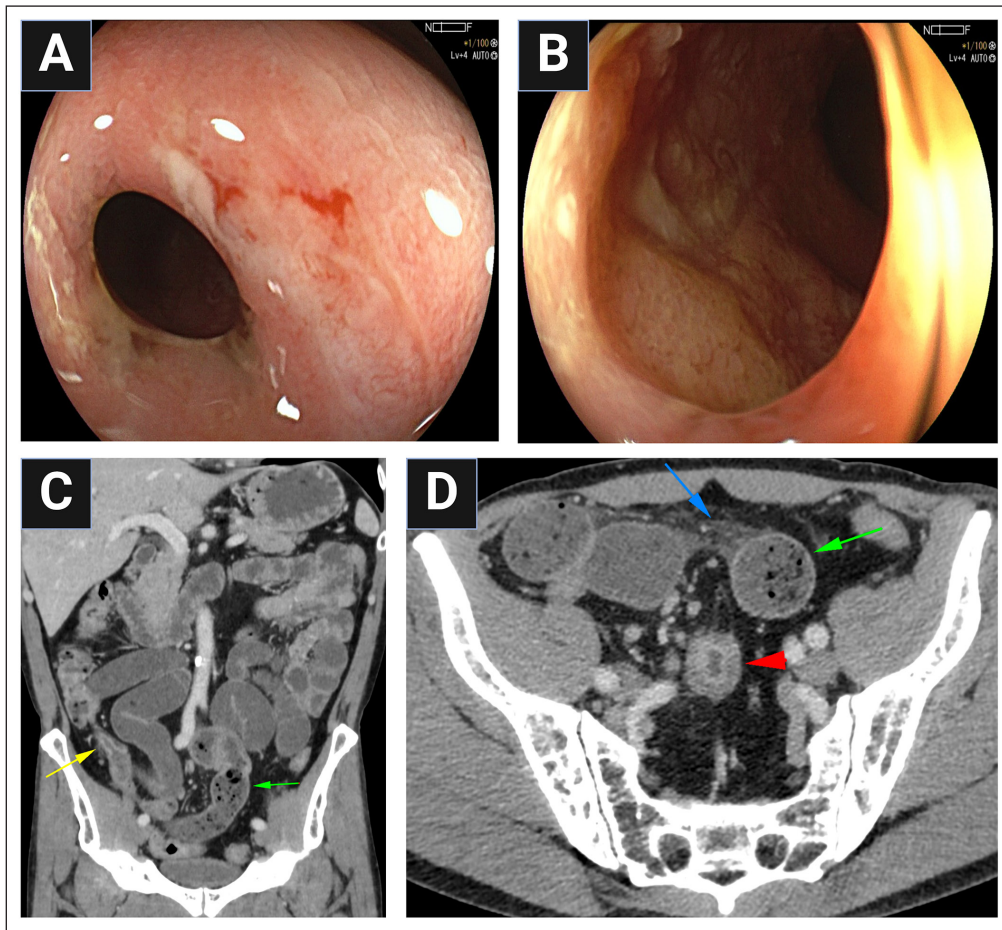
Estenosis por endoscopia e imágenes. A y B. Estenosis primaria evaluada por colonoscopia en un paciente con enfermedad de Crohn. C. Estenosis evaluada mediante enterografía por resonancia magnética abdominal y pélvica en un paciente con enfermedad de Crohn. Tomografía computarizada enterografía (C) Reconstrucción coronal MPR, adquisición en fase venosa portal (D) adquisición axial en fase venosa. Flecha amarilla: engrosamiento parietal estenosante del íleon terminal, hiperrealce de la mucosa y estriación del tejido adiposo adyacente. Flecha verde: dilatación patológica de íleon hacia proximal (pre-estenótico) de hasta 3,5 cm de diámetro, con contenido pseudofecaloideo. Flecha azul: acentuada ingurgitación de las vasa recta y líquido libre entre asas. Flecha roja: engrosamiento transmural de íleon distal con signo de la "diana".
